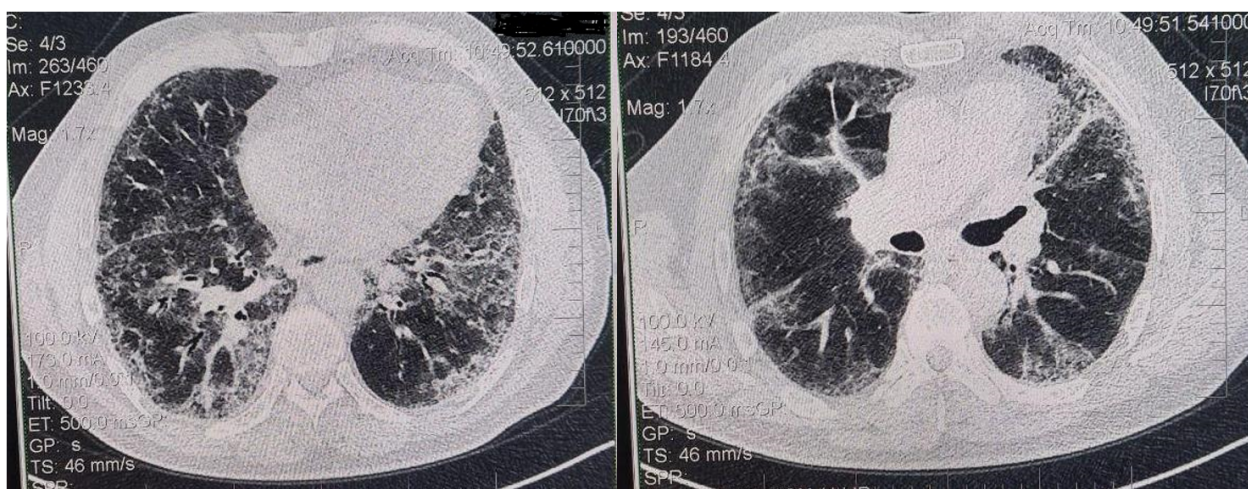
Компьютерная томография органов грудной клетки. Пневмония, ассоциированная с новой коронавирусной инфекцией у больного ХЛЛ. В кортикальных отделах обоих легких множественные участки уплотнения по типу «матового стекла».
